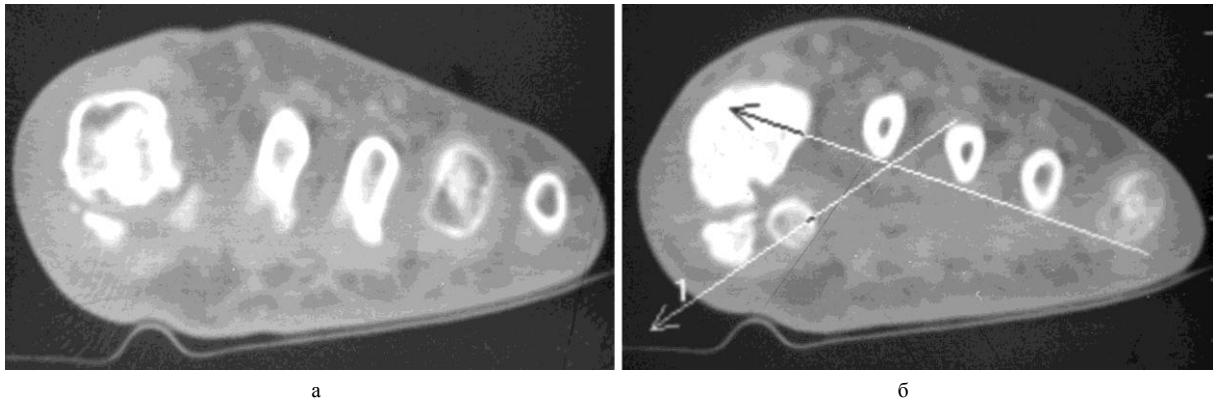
Примеры компьютерных томограмм поперечного свода стопы (а) до и (б) после лечения
